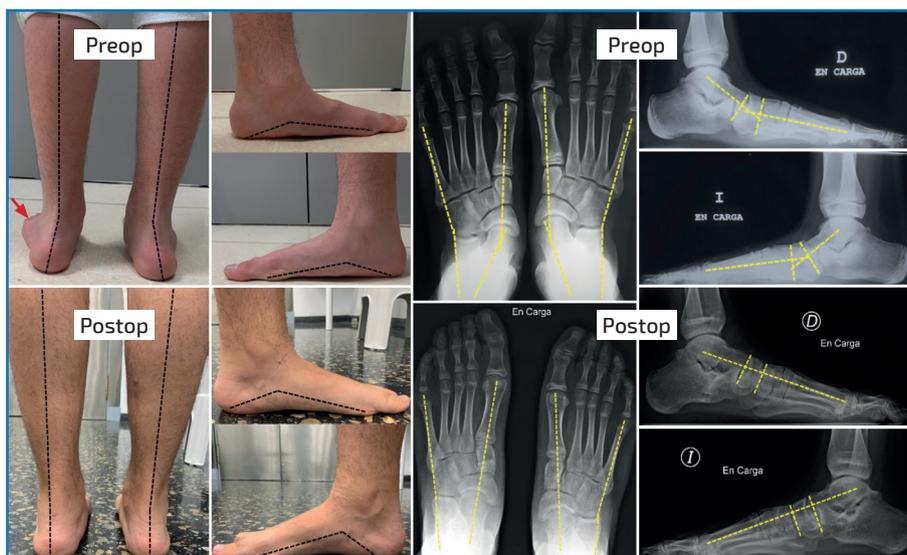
Paciente con pie plano valgo y abducto tratado con alargamiento del tríceps sural mediante Strayer modificado + osteotomía de alargamiento de la columna externa de Mosca + osteotomía de Cotton. Imágenes y radiografías en carga pre- y postoperatorias.
